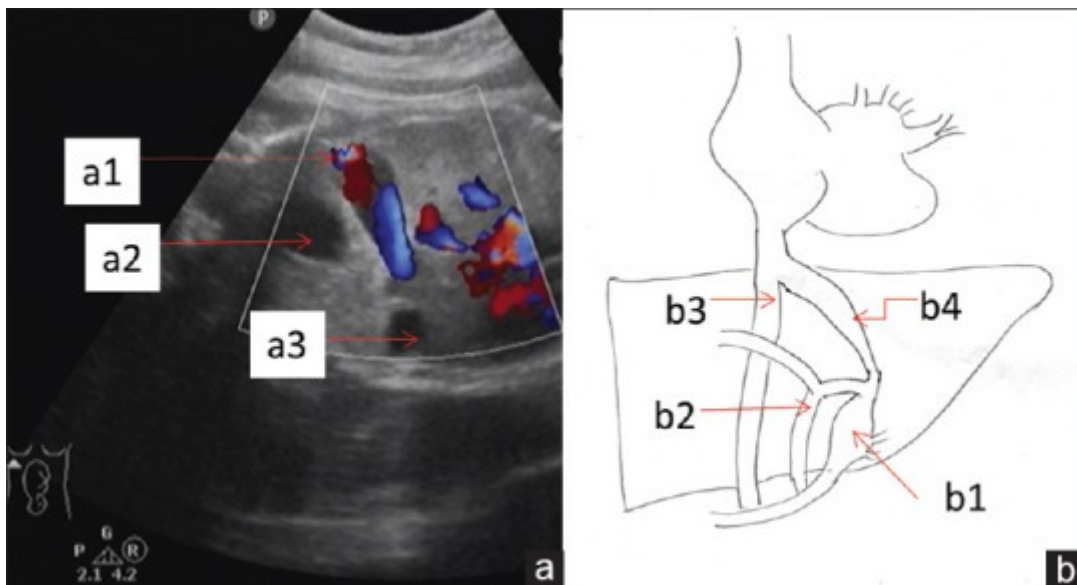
(a) Ecografía abdominal fetal - Doppler color de la variz de vena umbilical (a1), burbuja de la vejiga (a2) y burbuja del estómago (a3). (b) Curso esquemático de la vena umbilical. (b1) receso umbilical, (b2) vena porta, (b3) vena cava inferior y (b4) ductus veno
